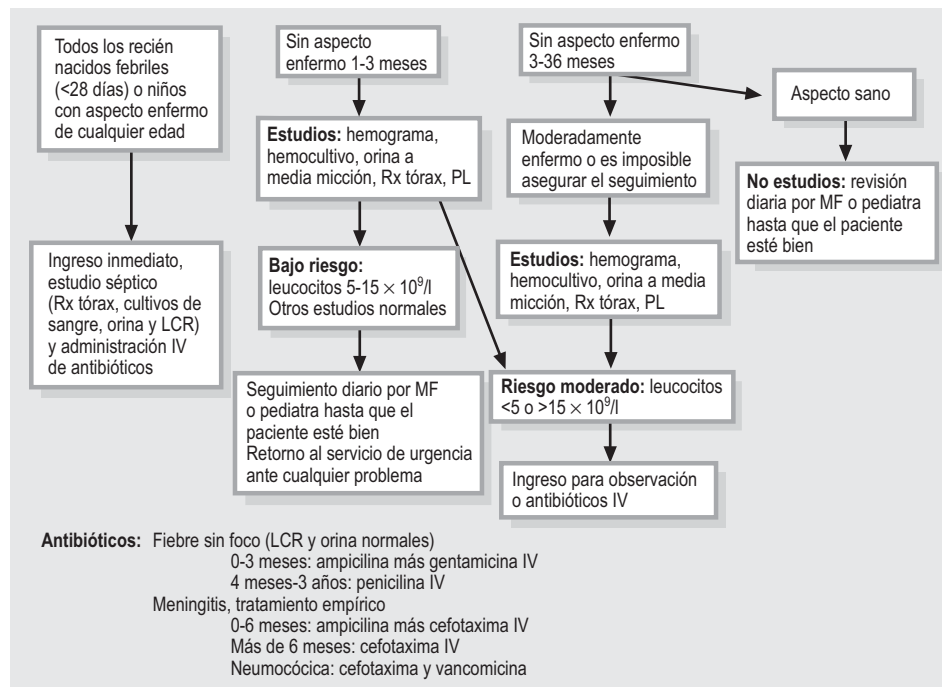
Directrices para el tratamiento de un niño febril menor de 3 años sin foco de infección. IV, intravenoso; LCR, líquido cefalorraquídeo; MF, médico de familia; PL, punción lumbar; Rx, radiografía. Fuente: Modificado a partir de Wentworth, South-Western & Western Area Health Services, May 2000.
